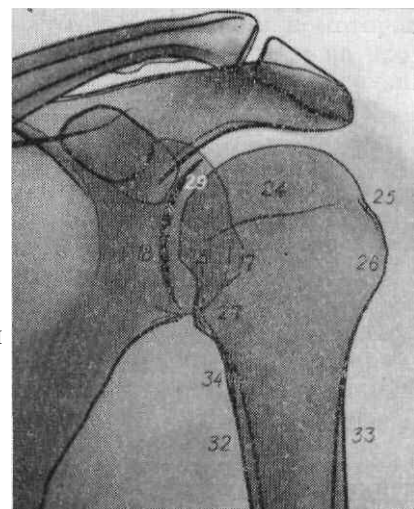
Рентгенограмма плечевого сустава в задней проекции с ротацией плеча кнутри.
